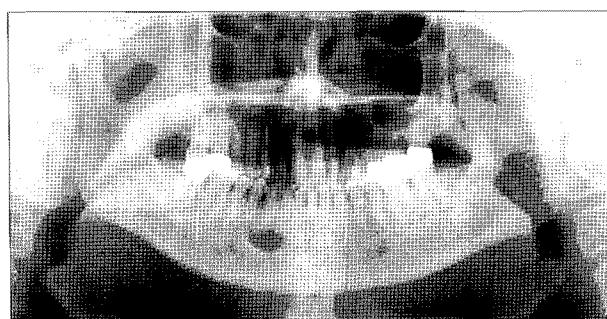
Panoramic radiograph shows a oval-shaped radiolucency with a sclerotic margin at right anterior mandible.
